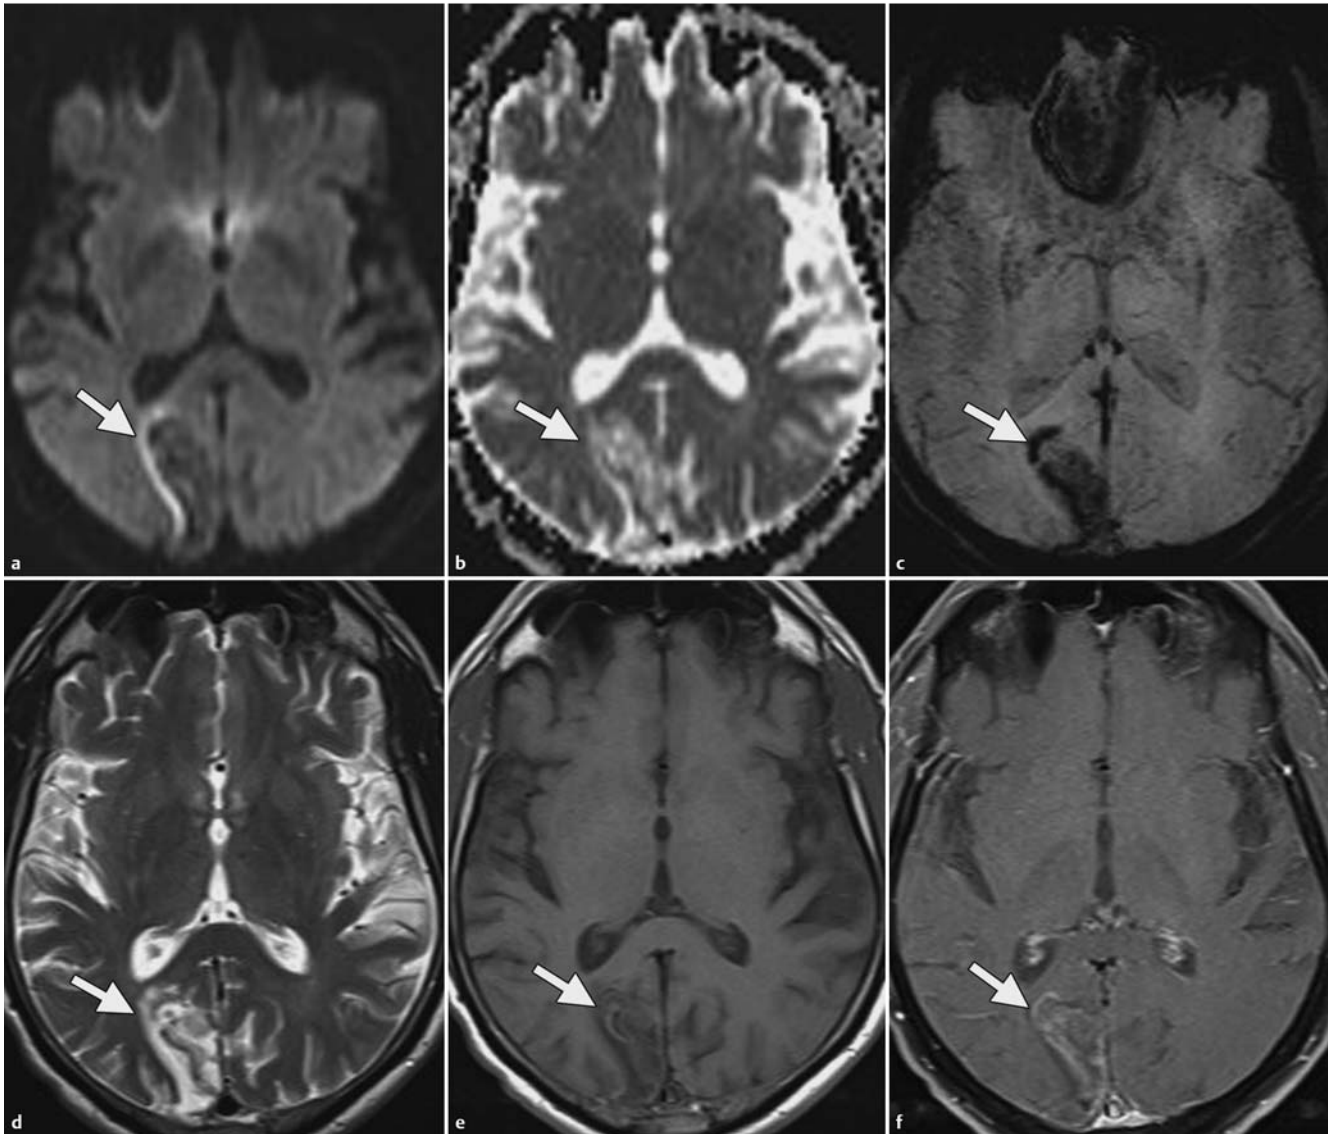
Chronischer Schlaganfall bei einem 67-jährigen Mann mit einer Anamnese eines Kopf-Hals-Karzinoms. Die MRT-Bildgebung wurde zur weiteren Beurteilung eines dichtegeminderten Areals im rechten Okzipitallappen durchgeführt, das auf einem kurz zuvor angefertigten fusionierten PET/CT-Bild (Positronen-emissionstomografie/Computertomografie) beobachtet worden war. a Im DWI-MRT-Bild fällt ein Areal mit niedriger Signalintensität im rechten Okzipitallappen (Pfeil) mit einem peripheren Saum hoher Signalintensität auf; dieser Befund könnte auf einen T2-Durchscheineffekt zurückzuführen sein. b Die ADC-Karte zeigt ein entsprechendes Areal mit hoher Signalintensität (Pfeil). c Im suszeptibilitätsgewichteten MRT-Bild sind hämorrhagische Abbauprodukte (Pfeil) im rechten Okzipitallappen zu sehen. d Das T2w MRT-Bild zeigt ein Areal hoher Signalintensität im rechten Okzipitallappen (Pfeil). e Im T1w MRT-Bild ist ein entsprechendes Areal mit niedriger Signalintensität zu erkennen (Pfeil). f Im kontrastverstärkten T1w MRT-Bild ist ein entsprechendes Areal mit parenchymaler Kontrastmittelanreicherung zu sehen (Pfeil). Diese Befunde weisen auf einen chronischen Schlaganfall hin, der wahrscheinlich 3 Wochen bis 2 Monate alt ist. Bei weiterer Befragung gab der Patient in der letzten Zeit aufgetretene Ausfallerscheinungen im linken Gesichtsfeld an, konnte sich aber nicht genau an deren Beginn erinnern.
